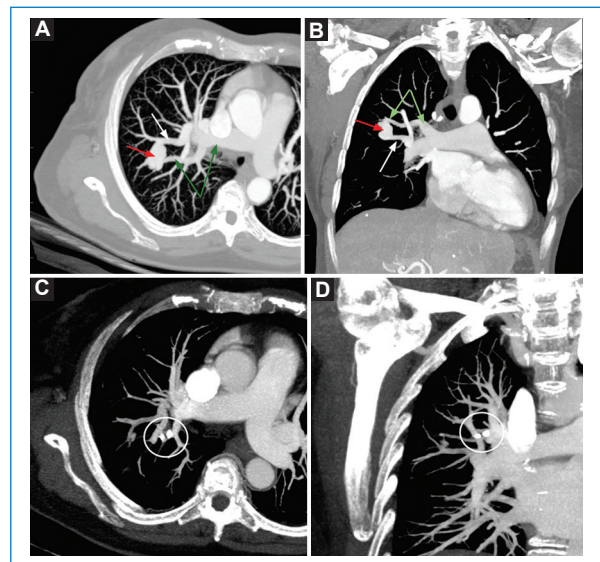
Angio-TC de arterias pulmonares con MIP y RPM en los planos axial (A y C) y coronal (B y D). MAV pulmonar en el lóbulo superior derecho. Mujer de 71 años con THH. (A y B) MAV pulmonar (flecha roja) con aferencia de la rama del segmento posterior del lóbulo superior derecho (flechas verdes) y drenaje en la vena pulmonar superior derecha (flecha blanca). (C y D) Control al mes de la embolización con un dispositivo tipo Amplatzer (círculo), con resultado satisfactorio.
